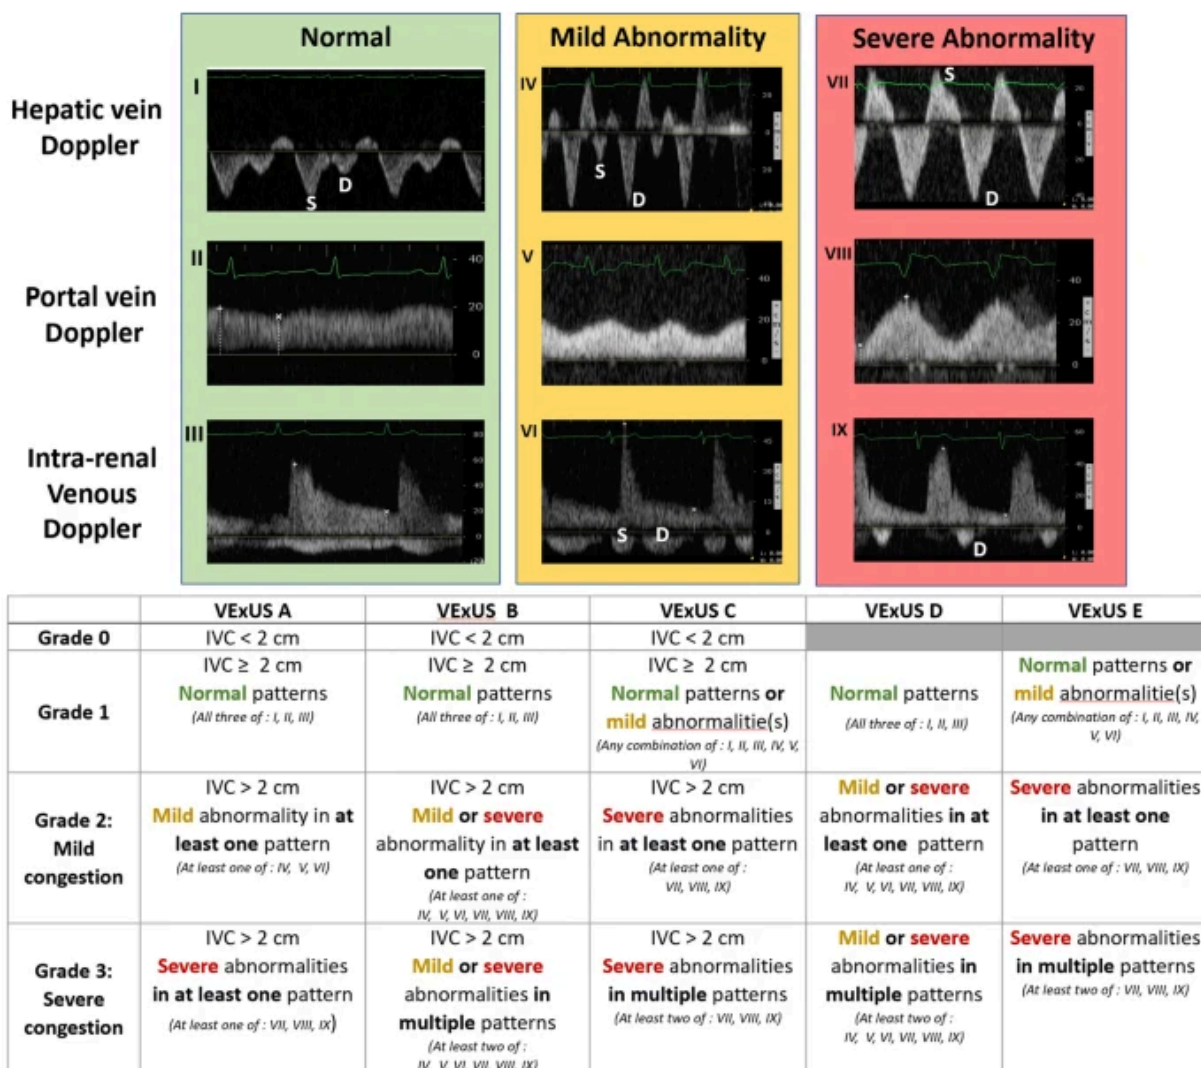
O sistema de classificação Venous Excess UltraSound (VExUS) (BEAUBIEN-SOULIGNY, W. et al., 2020)
